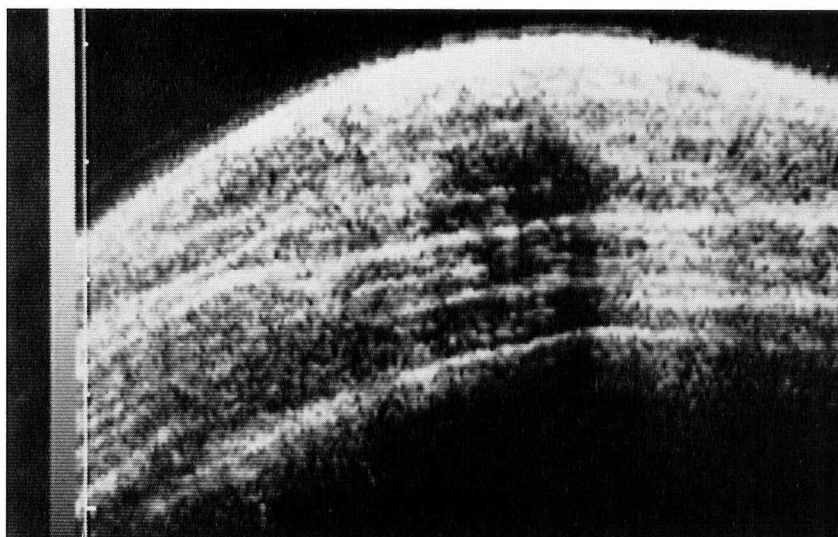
症例6の Echography. 辺縁不整, 内部エコーやや不均一, 縦横比小の腫瘍像を認める。(判定Ⅲa)
